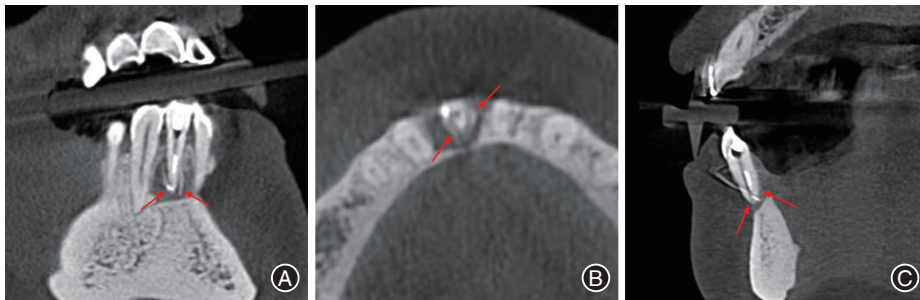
下牙牙骨质撕裂患者牙胶尖示踪法锥形束 CT(CBCT)影像 A:冠状面观根尖 1/3 处近中及远中片状骨质高密度;B:水平面观根尖 1/3 处有围绕牙根一周的骨质密度增高影像;C:矢状面观感染指向根尖骨质低密度区,患牙根尖周组织破坏严重。
